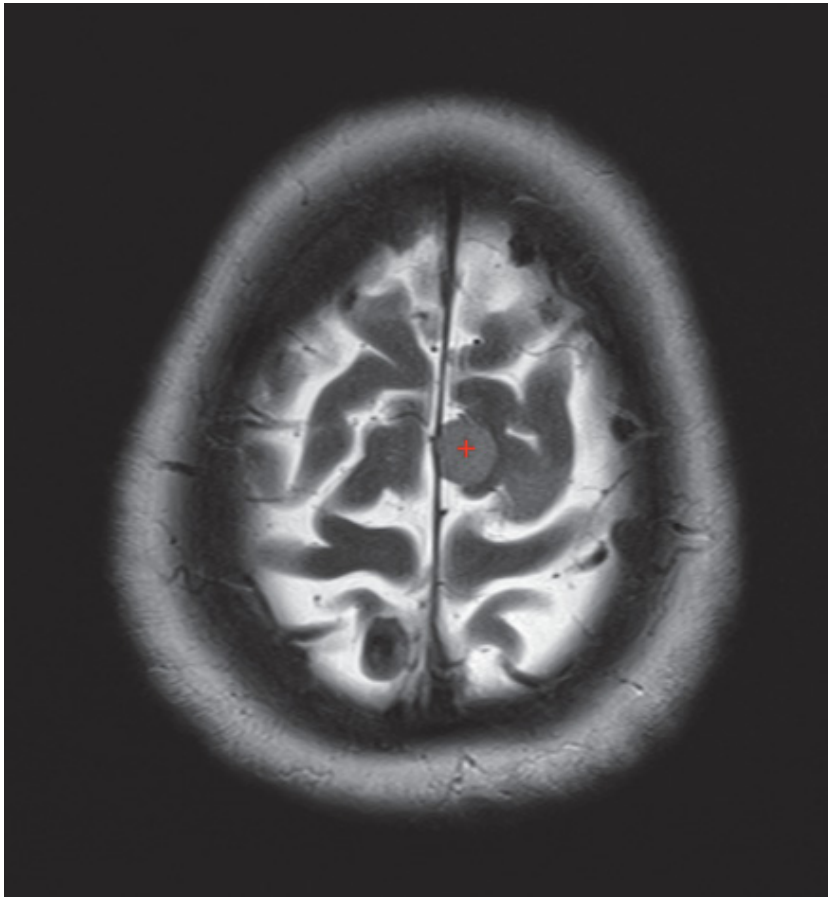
MRT Bild mit Meningeomen (WHO I) von einem Patienten aus unserer Studie (Tumor durch rotes Kreuz markiert)
